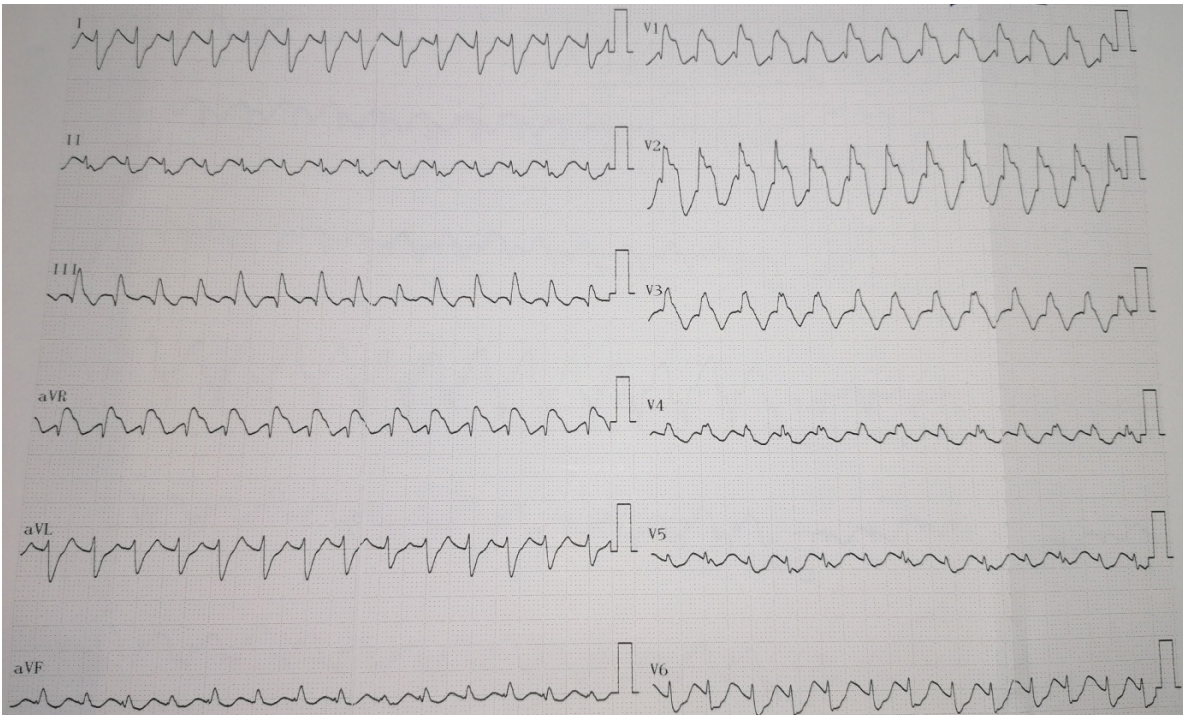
Elektrokardiyografide genişlemiş QRS dalgaları
